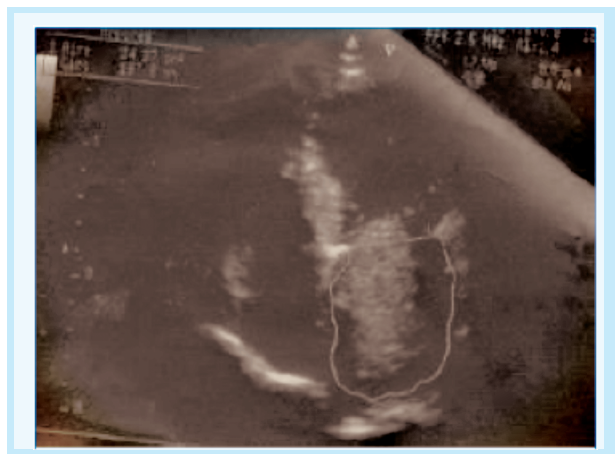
échographie trans-thoracique montrant un myxome de l'oreillette gauche
